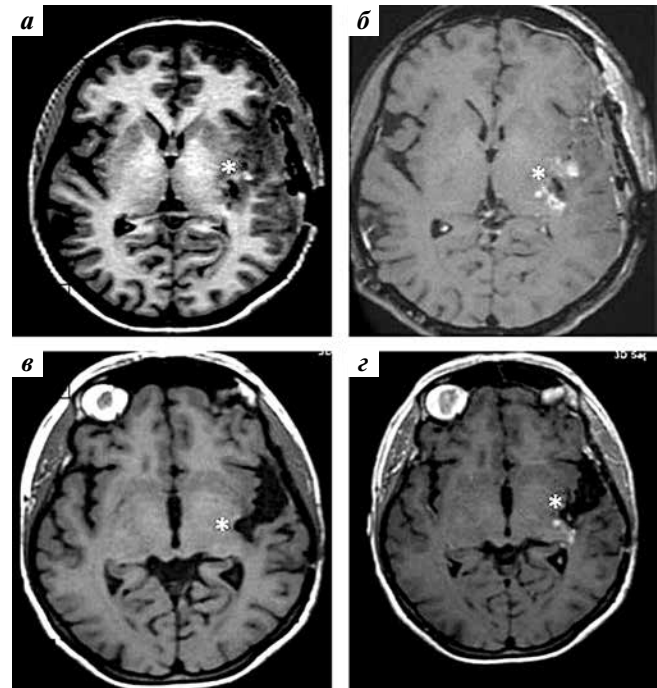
Клинический случай 2. Магнитно-резонансная томография головного мозга пациентки: а, б – на 3-и сутки после операции: остаточный фрагмент образования (отмечен звездочками) на T1-взвешенных изображениях без контрастного усиления (а) и с контрастированием (б); в, г – через 8 мес после операции: остаточный фрагмент образования (отмечен звездочками) на T1-взвешенных изображениях без контрастного усиления (в) и с контрастированием (г). Без динамики
